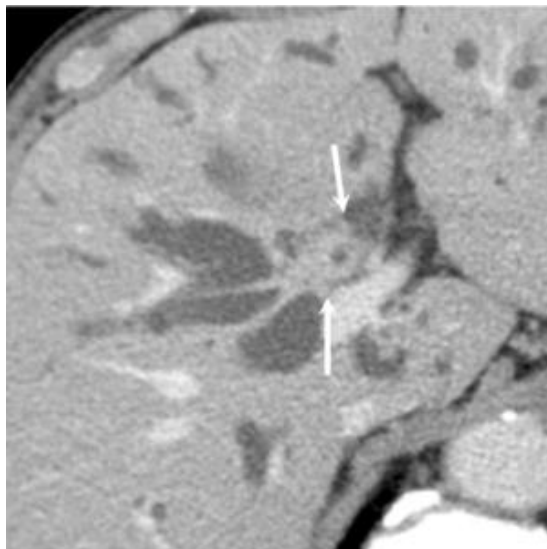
CT mostrando IgG4-SC. CT com contraste (fase tardia) demonstra espessamento concêntrico da parede do ducto biliar hilar (setas) (47).
